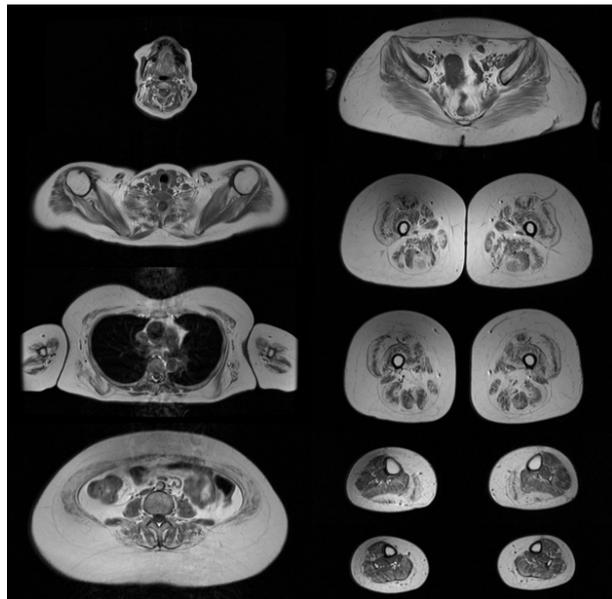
Ressonância magnética de corpo inteiro, ponderação T1, cortes axiais. Atrofia muscular difusa em grau moderado a avançado (grau 2 ou 3 na escala de Mercuri), com aumento significativo da gordura subcutânea. Existe envolvimento característico ao nível das coxas, com atrofia centrípeta dos vastos e envolvimento antero-central do recto femoral em forma de U. Nas pernas, observa-se envolvimento predominante do compartimento posterior, centrípeta, nos gêmeos.
